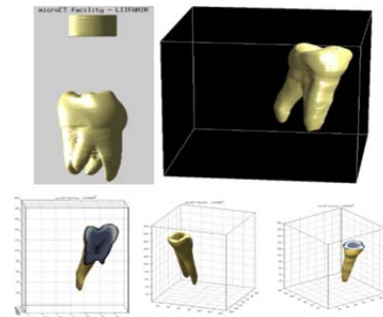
Ejemplo de resultados para topología (arriba) y morfología interna (abajo) evidenciando diferentes grados de mineralización en piezas dentales estudiadas en el equipamiento de  $\mu$ CT de LIIFAMIR<sup>X</sup>.
